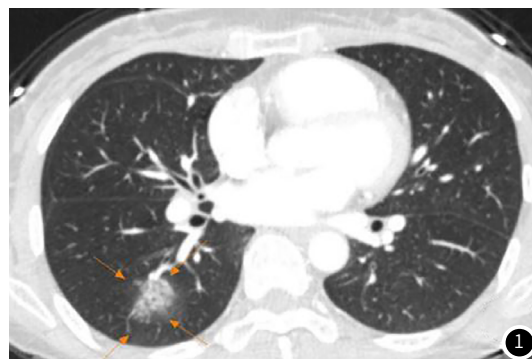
患者男, 43岁, 因咯血入院, 查CT。肺内有磨玻璃样结节, 周边边缘不清晰。
